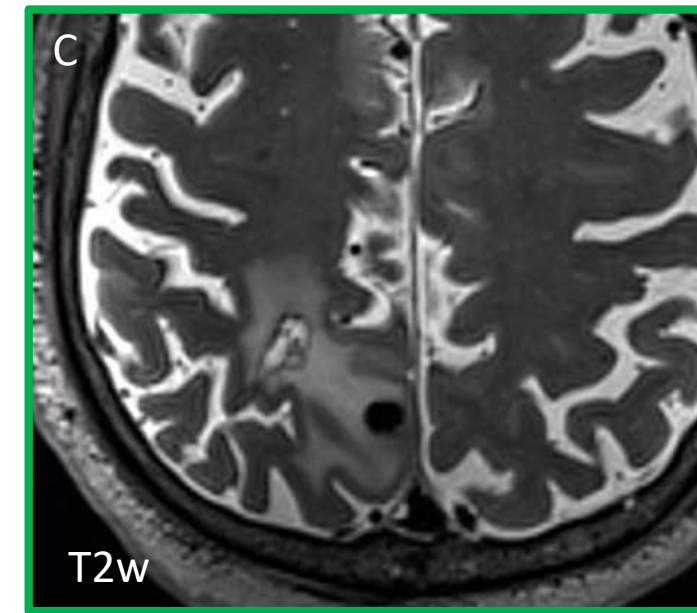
RM secuencial en un paciente de 79 años glioblastoma multiforme grado IV de la OMS, sometido a Viroterapia oncolítica intratumoral. (A) La RM de diagnóstico muestra una lesión en la región parietal derecha, compatible con glioblastoma. (B) RM de control muestra una cavidad postquirúrgica con una lesión nodular sugestiva de recurrencia. (C) RM intraoperatoria tras la inoculación viral, con cambios esperados tras la inyección. (D-G) RM de seguimiento de 12 semanas revela una ligera reducción del tamaño de la lesión, compatible con respuesta temprana al tratamiento/respuesta parcial según los criterios de iRANO
